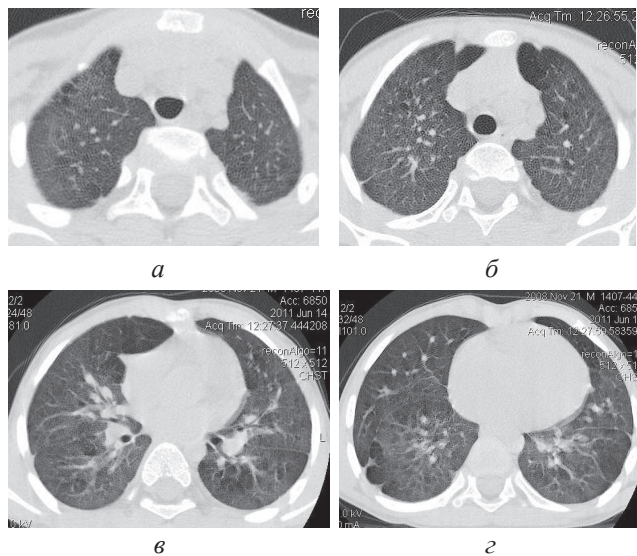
СКТ ОГК (аксіальні зрізи) недоношеної дитини в віці 2 р. 4 міс. життя з БЛД I ст.: а-г – поодинокі ніжні транспульмональні тяжі фіброзу, б – помірне підвищення прозорості легеневої тканини в передніх відділах, в – розширення правої легеневої артерії до 0,4–0,5 см
